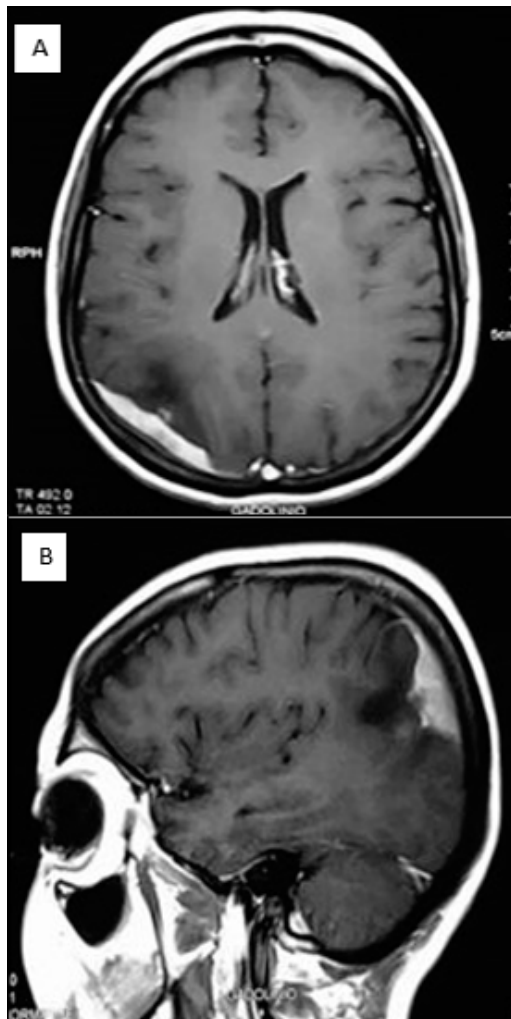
(A, B) RMN cerebral muestra lesión extraaxial parieto-occipital derecha, captadora de contraste, con implantación en la duramadre craneal.
